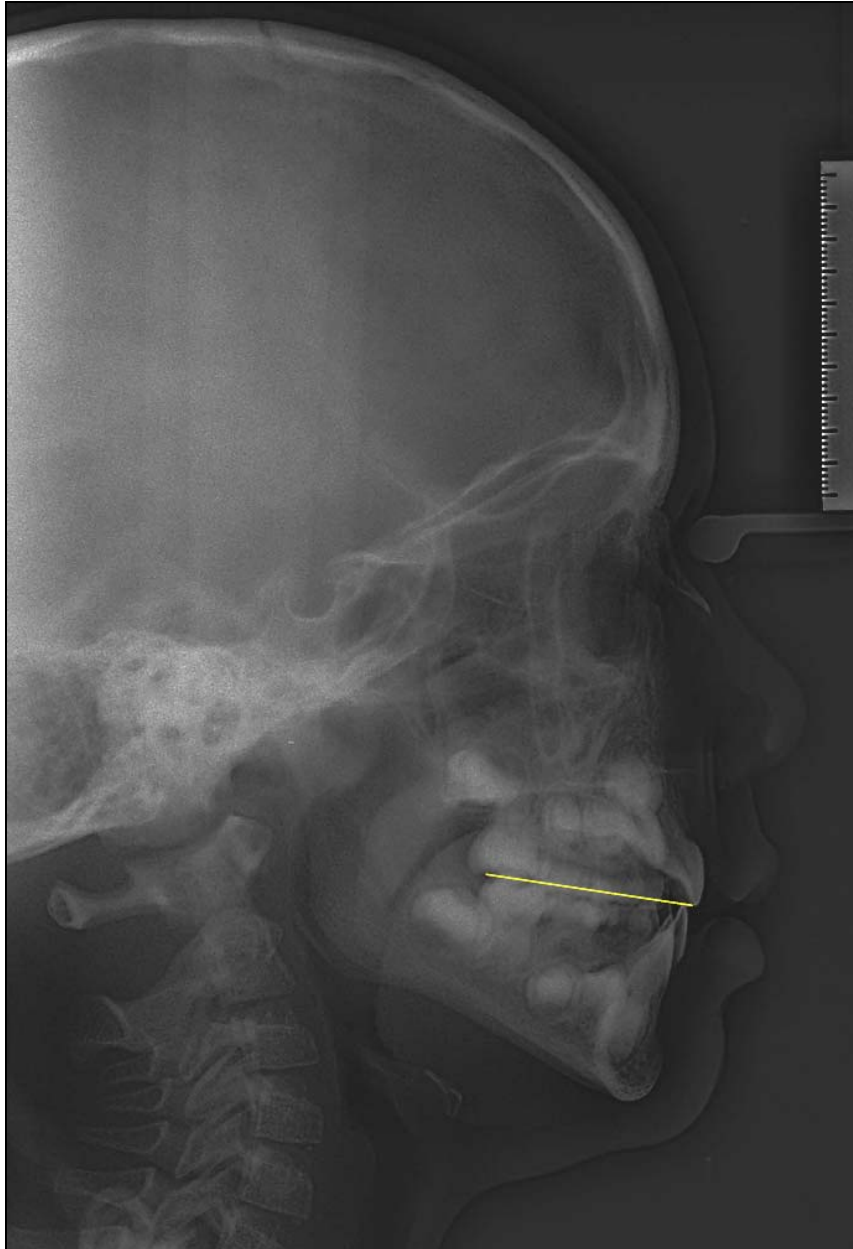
Laterales Fernröntgen mit eingezeichneter TOE nach Downs
